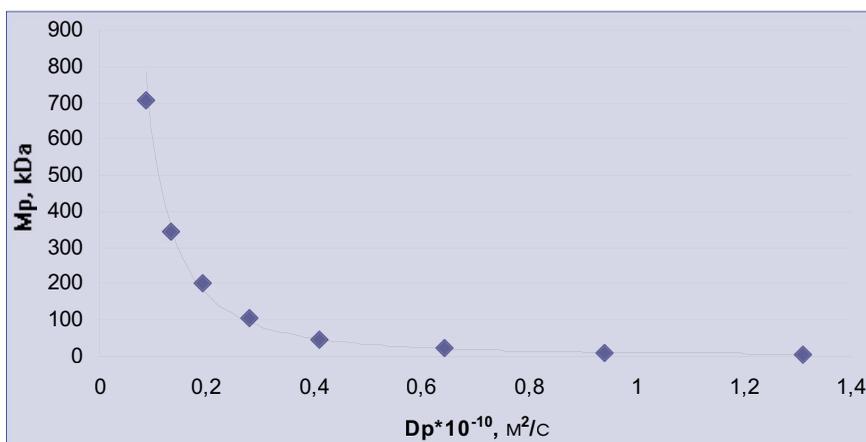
Зависимость между экспериментальными значениями молекулярных масс  $M_p$  и коэффициентов самодиффузии  $D_p$  стандартных образцов пуллуланов
